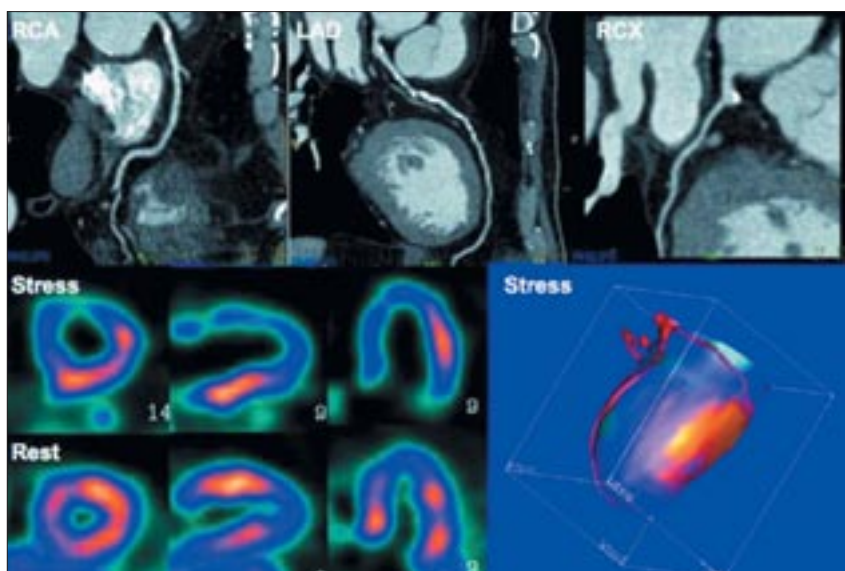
Оценка ИБС с помощью ПЭТ-КТ.
